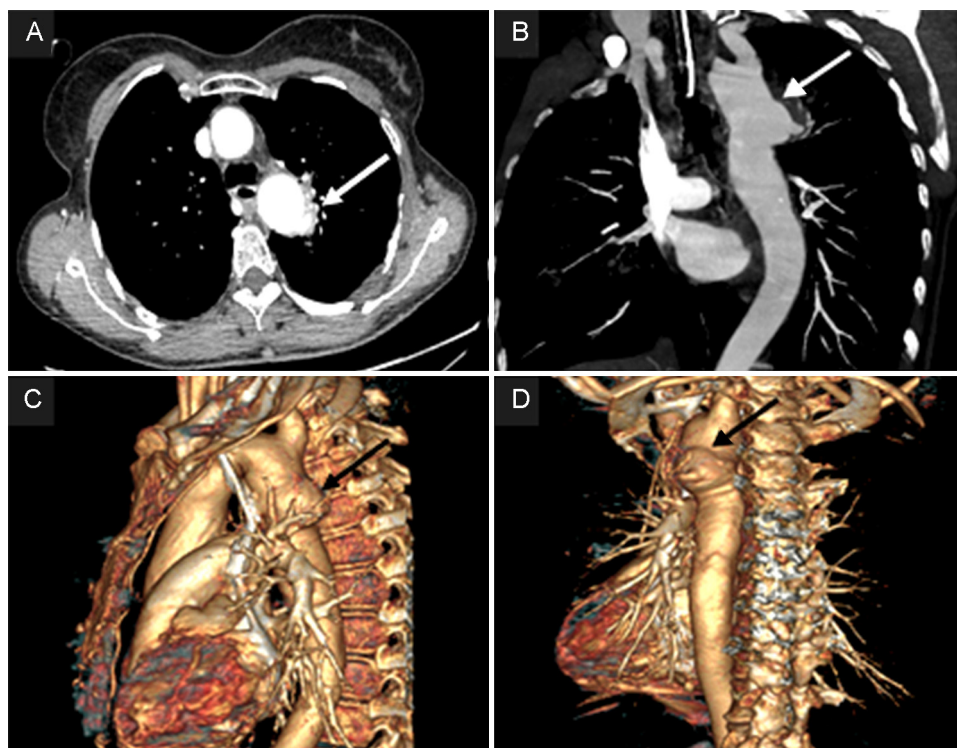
La angiografía por tomografía computarizada muestra el pseudoaneurisma de 36 mm (flechas) situado 13 mm distal al origen de la arteria subclavia izquierda, con una perforación al árbol bronquial a través de una fístula de 6 mm. A: angio-TAC bidimensional, proyección axial. B: proyección coronal bidimensional. C: reconstrucción tridimensional en plano sagital. D: reconstrucción tridimensional posterior izquierda. Las flechas muestran el pseudoaneurisma de 36 mm en una posición 13 mm distal respecto al origen de la arteria subclavia izquierda, perforado a través de una fístula de 6 mm con el árbol bronquial.
